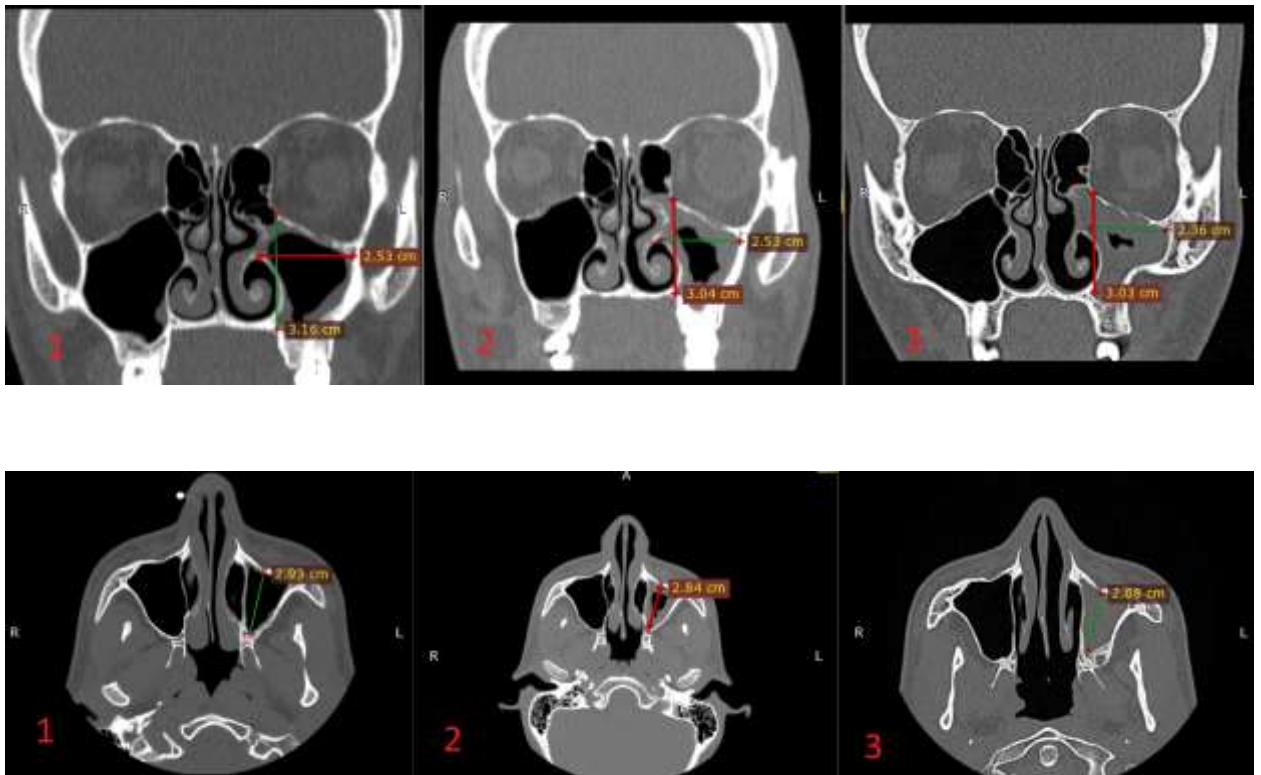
1 – КТ ОНП на первичном приеме; 2 – КТ ОНП через 6 месяцев. 3 – КТ ОНП через 12 месяцев
